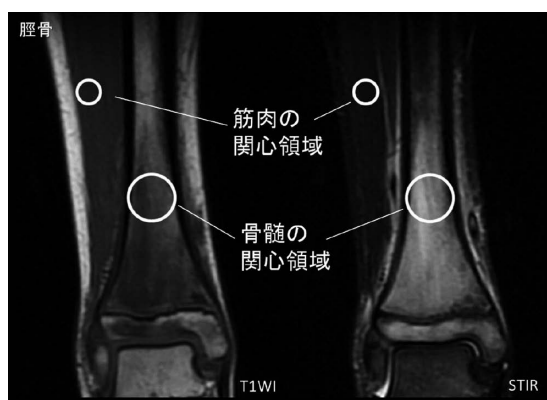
骨髓浮腫の輝度. MRI 冠状断面. 骨髓浮腫領域の中心で骨髓の関心領域をとり、また骨髓浮腫の認める骨に接しない筋肉の関心領域での Gray Value を測定した.
